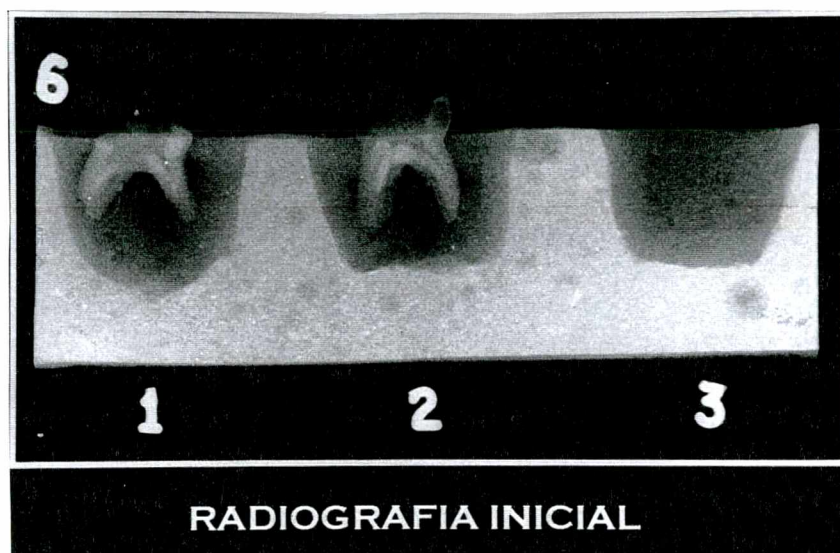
Aspecto da radiografia inicial de diagnóstico dos modelos de gesso montados com os molares decíduos
